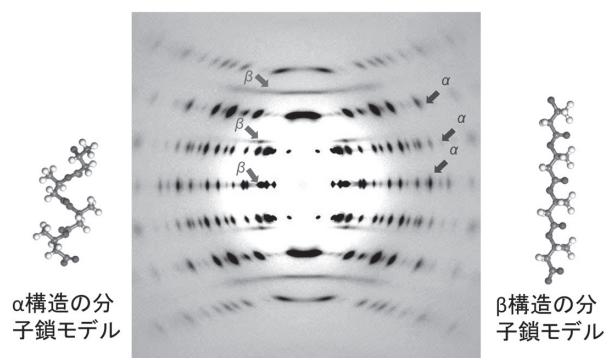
P3HBのX線繊維図と二つの分子鎖モデル<sup>18)</sup>
